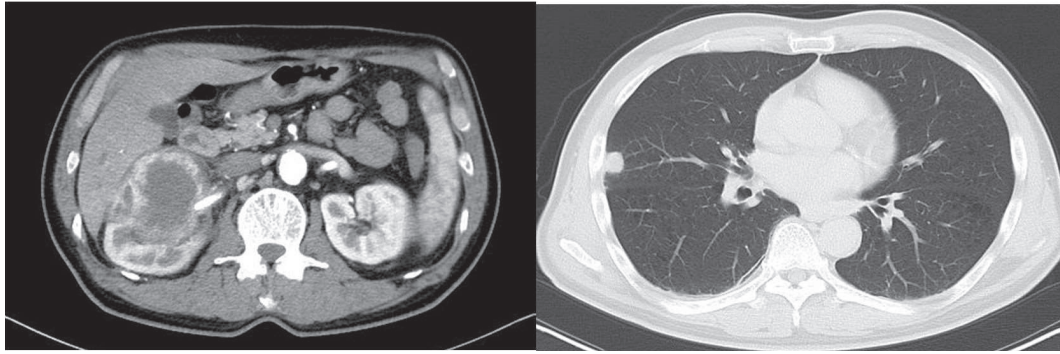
Computed tomography shows a solid tumor of 90 mm in diameter at the lower right pole, with a nodule of 13 mm in diameter in the right lung.
